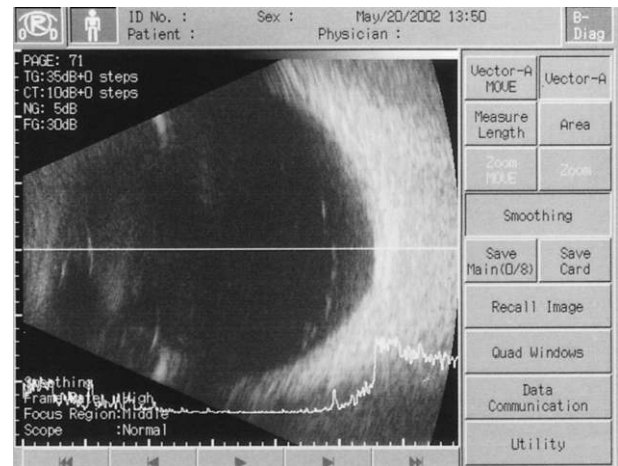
症例 1 におけるプラスミン注入後の超音波 B-mode 検査所見。
